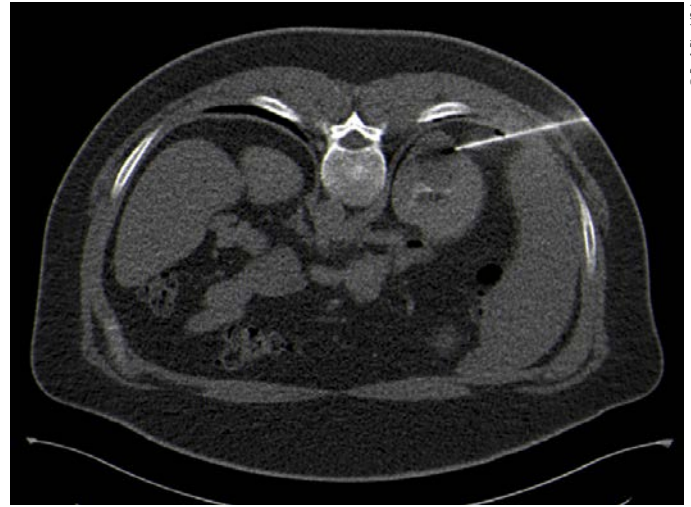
CT-gezielte Biopsie der Raumforderung
